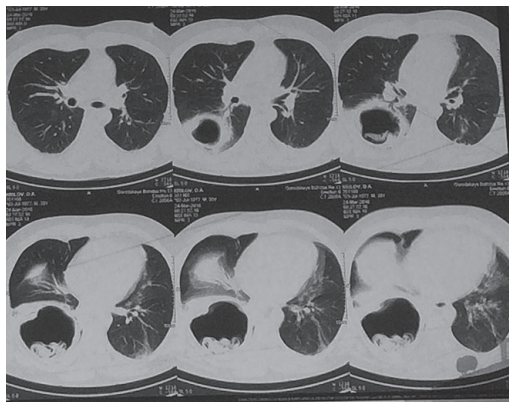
Рентгеновская компьютерная томограмма пациента К. Объемное образование нижней доли лёгкого справа (от 24.03.2016)
